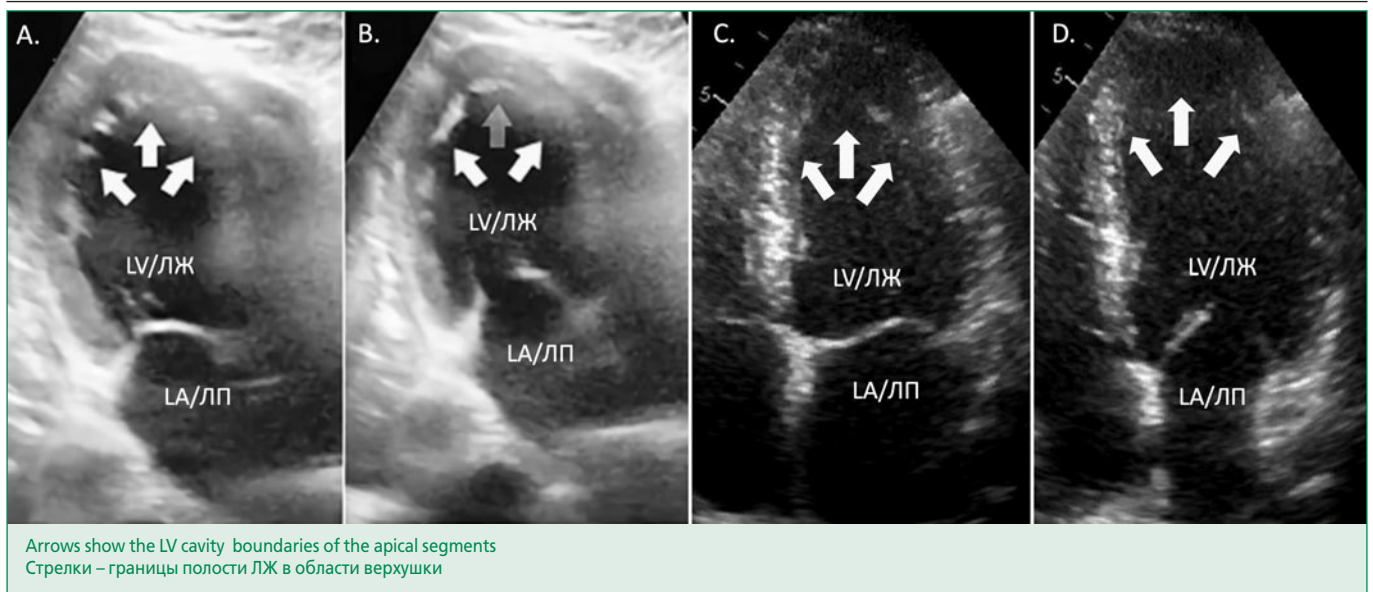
Echocardiography of a 39-year-old patient. Two-chamber position: A. Systole (at admission); B. Diastole (at admission); Four-chamber position: C. Systole (after 2 weeks); D. Diastole (after 2 weeks).
